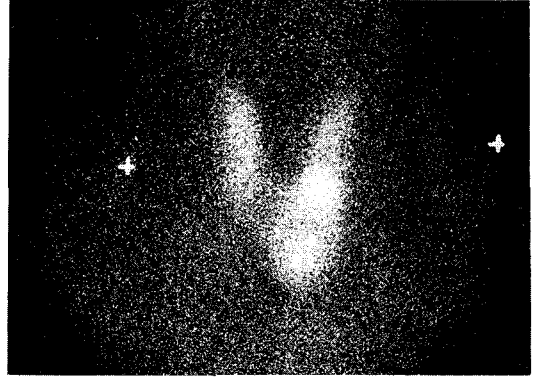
Technetium-99m pertechnetate thyroid scintigraphy of the case 2. Hot nodule of 3 cm size with central cold area is seen at the lower pole of left lobe.
